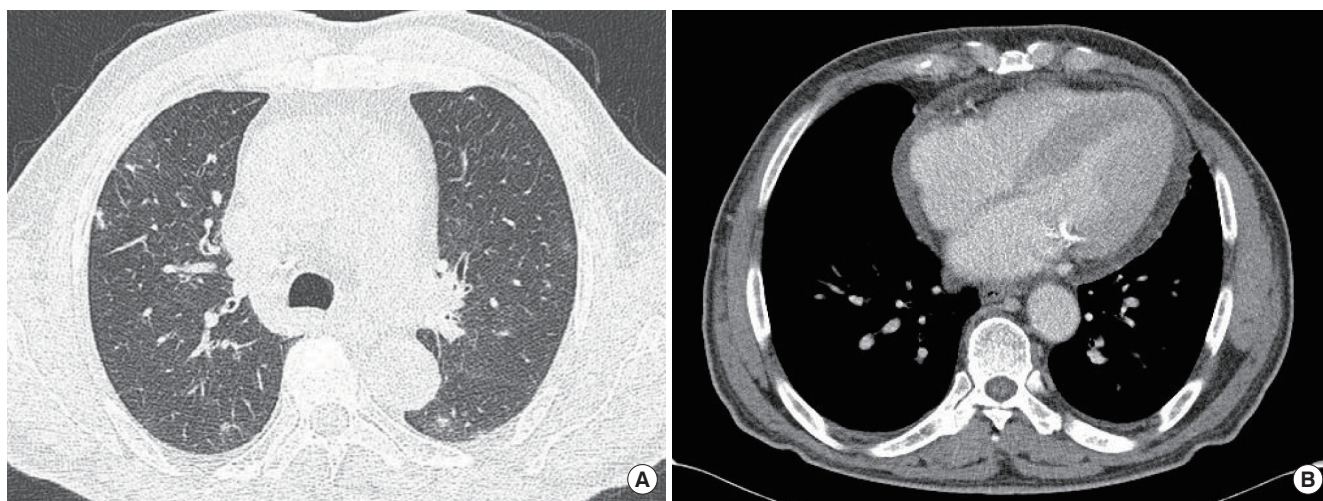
Chest computed tomography shows multiple small nodules with surrounding ground grass opacities (A) and pericardial effusion (B).
